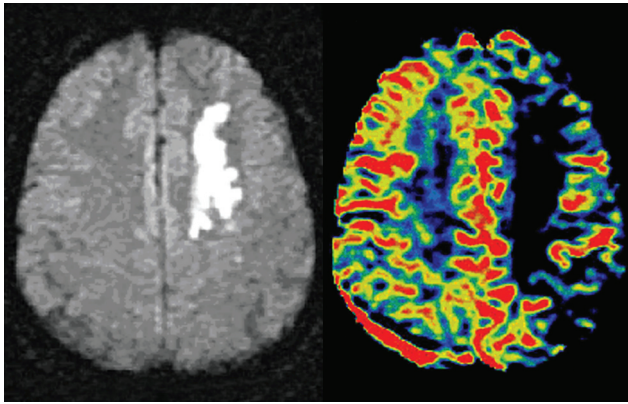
МРТ при ОИИ. Диффузионно-перфузионное несоответствие при ОИИ
